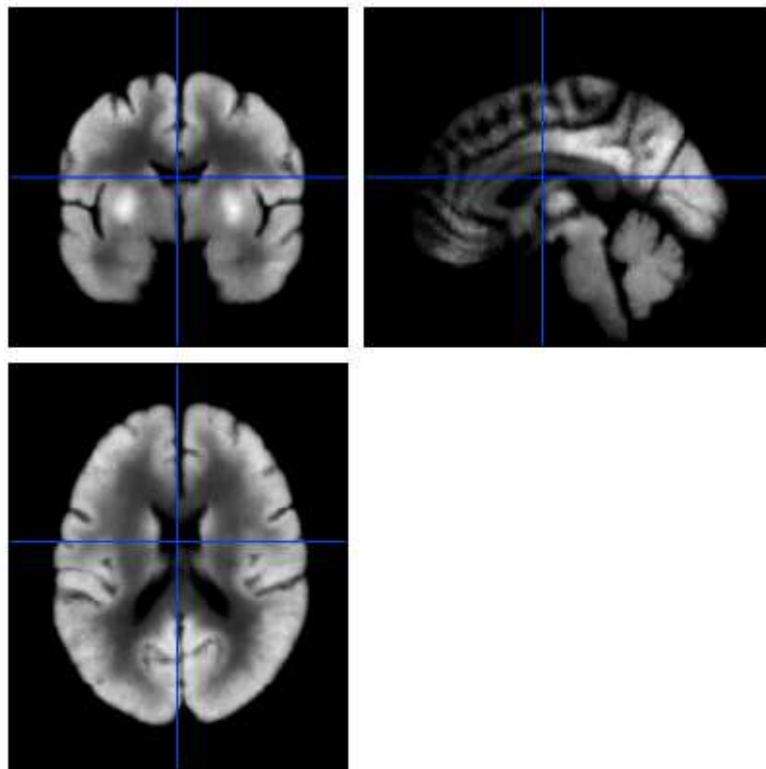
Atlante PET-MRI nello spazio BMI
